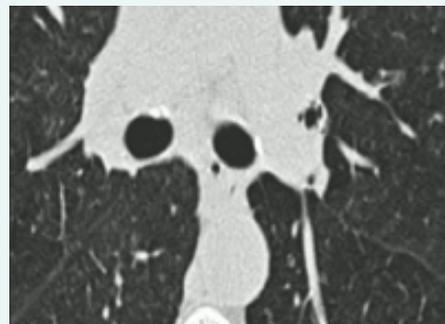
Coupe axiale TDM en fenêtre parenchymateuse montrant des diverticules bronchiques.
